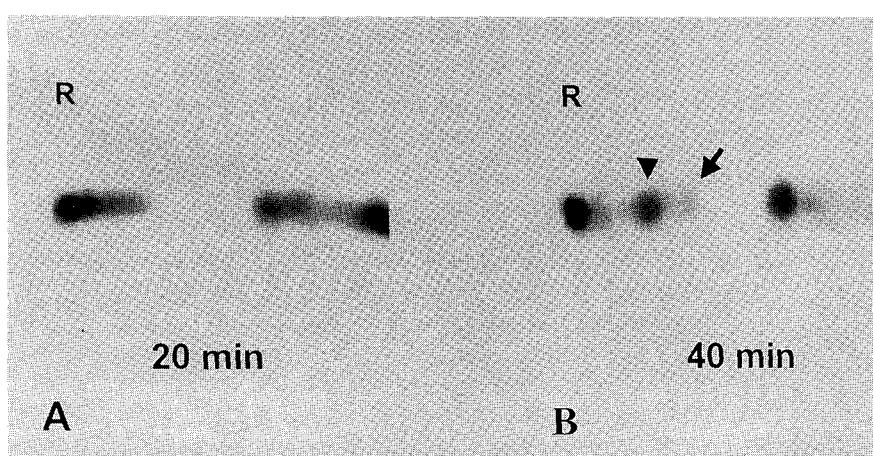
Dacryoscintigraphy of one-year-old male child who complained of tearing from both eyes shows a complete obstruction below the left lacrimal sac and a partial obstruction before the right lacrimal sac. (A) Twenty minute image shows obstruction below left lacrimal sac and before the right common canaliculus. (B) 40 minute image shows some flow of radioactivity into the right common canaliculus (arrow head) and lacrimal sac (arrow). Retention in the right common canaliculus is observed.
